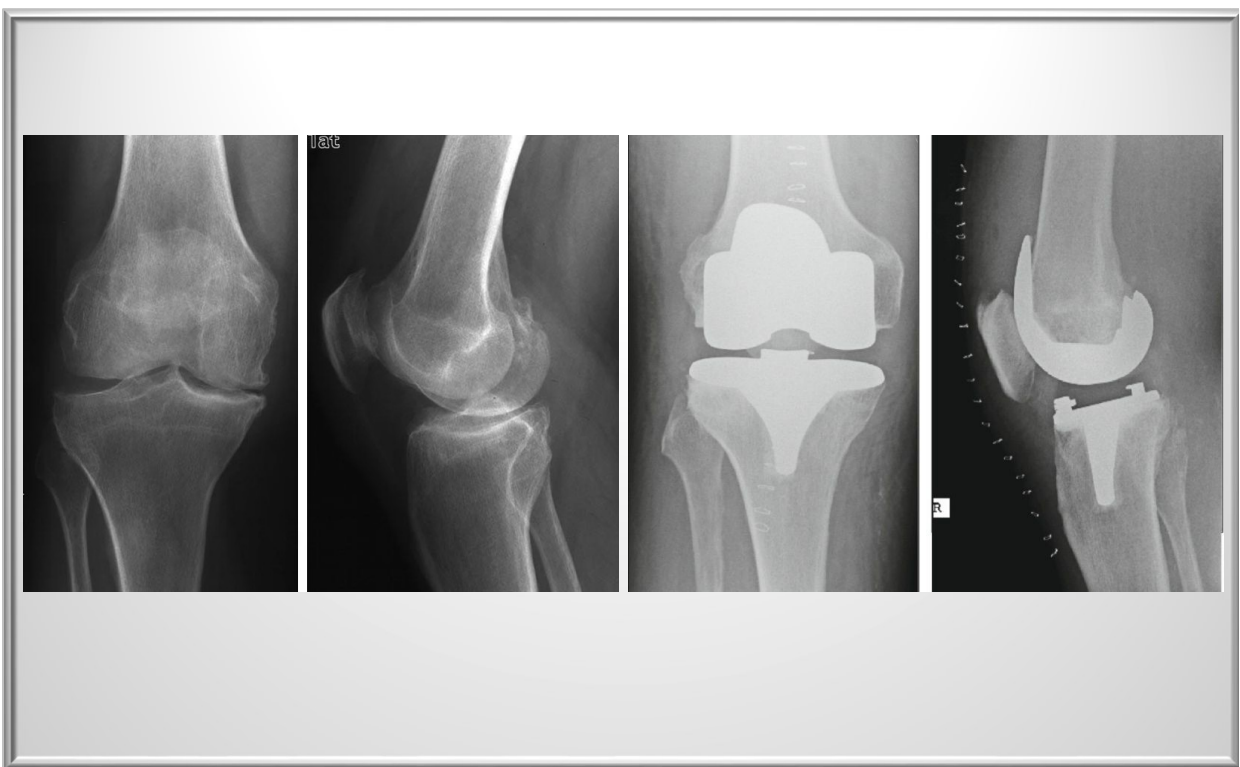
Röntgen eines arthrotisch veränderten Kniegelenks in 2 Ebenen vor (links) und nach Knie- TEP-Implantation (rechts).
